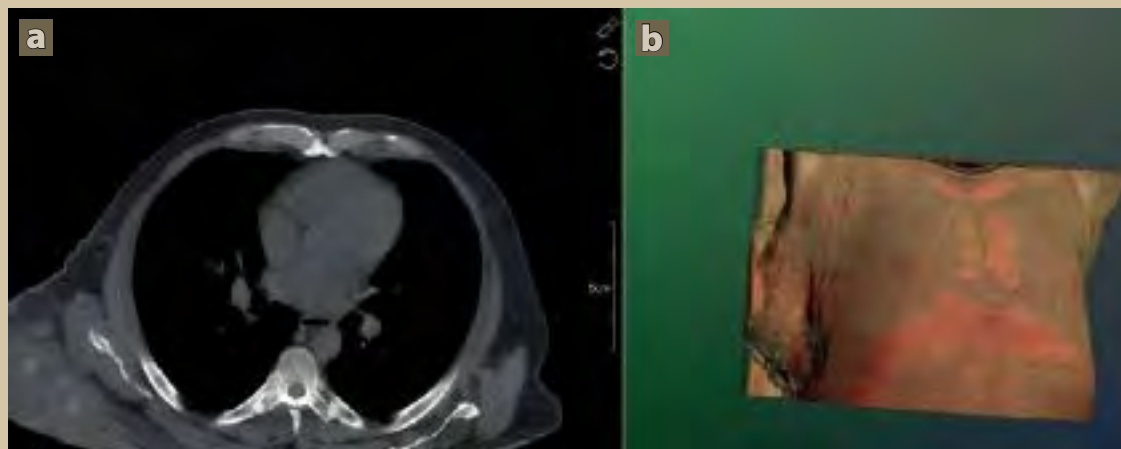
a) Tomografía axial de tórax en fase simple, ventana para mediastino, que muestra una gran lesión en tejidos blandos, isodensa al plano muscular. Se identifican imágenes nodulares hipodensas sugerentes de necrosis, así como imágenes lineales hiperdensas compatibles con calcificaciones. b) Re-construcción volumétrica que evidencia el tamaño significativo de la lesión.
